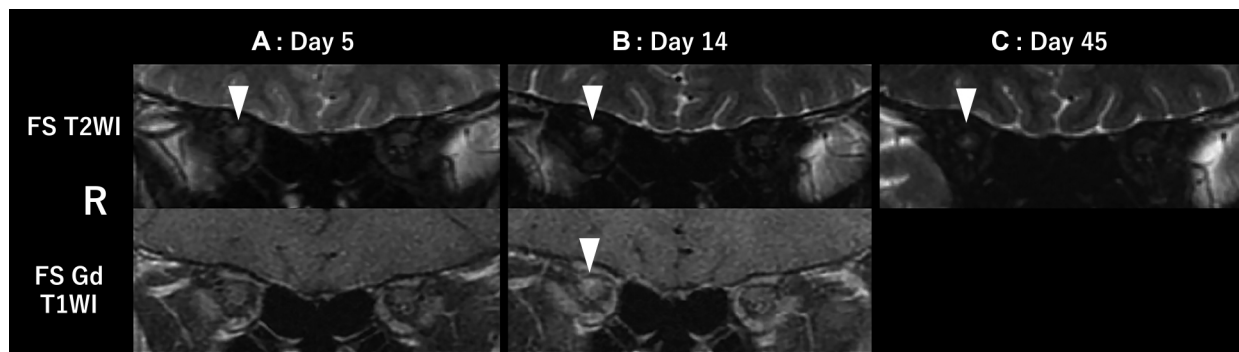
Changes in orbital MRI.
